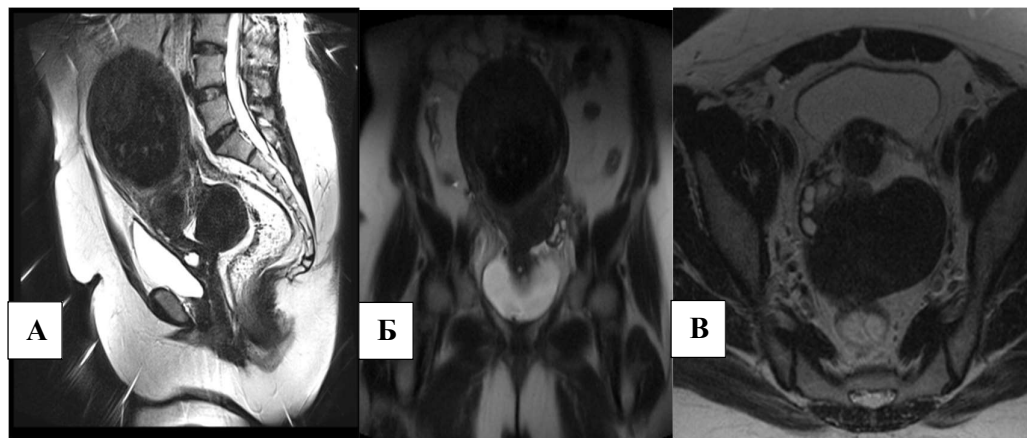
МР-томограммы, T2 ВИ. Миоматоз матки с признаками кистозной дегенерации. А) T2 ВИ, сагиттальная плоскость; Б) T2ВИ, корональная плоскость; В) T2 ВИ, аксиальная плоскость. Признаки кистозной дегенерации и геморрагические изменения в центральном отделе наиболее крупного узла миомы.
